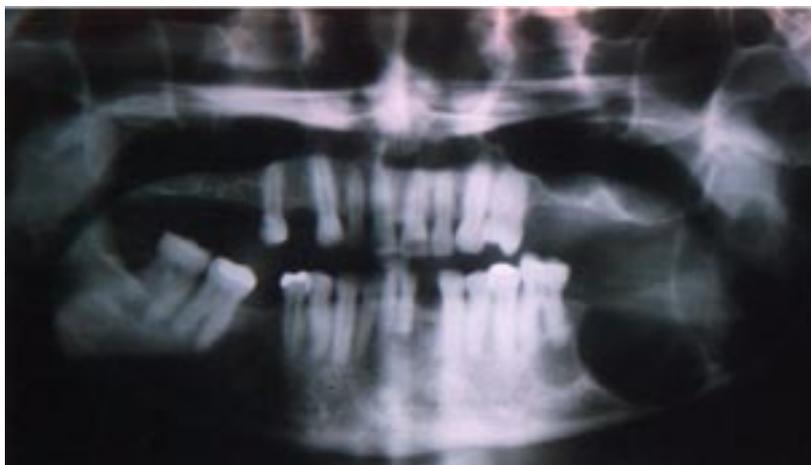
Radiografia de diagnóstico.
